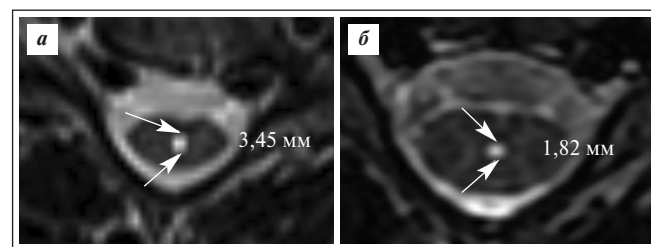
МРТ шейного отдела позвоночника в аксиальной плоскости в режиме T2: а – 2019 г.: расширение центрального канала спинного мозга на уровне C_{IV-V} диаметром 3,45 мм; б – 2021 г., исследование в динамике: расширение центрального канала спинного мозга на уровне C_V диаметром до 1,82 мм
